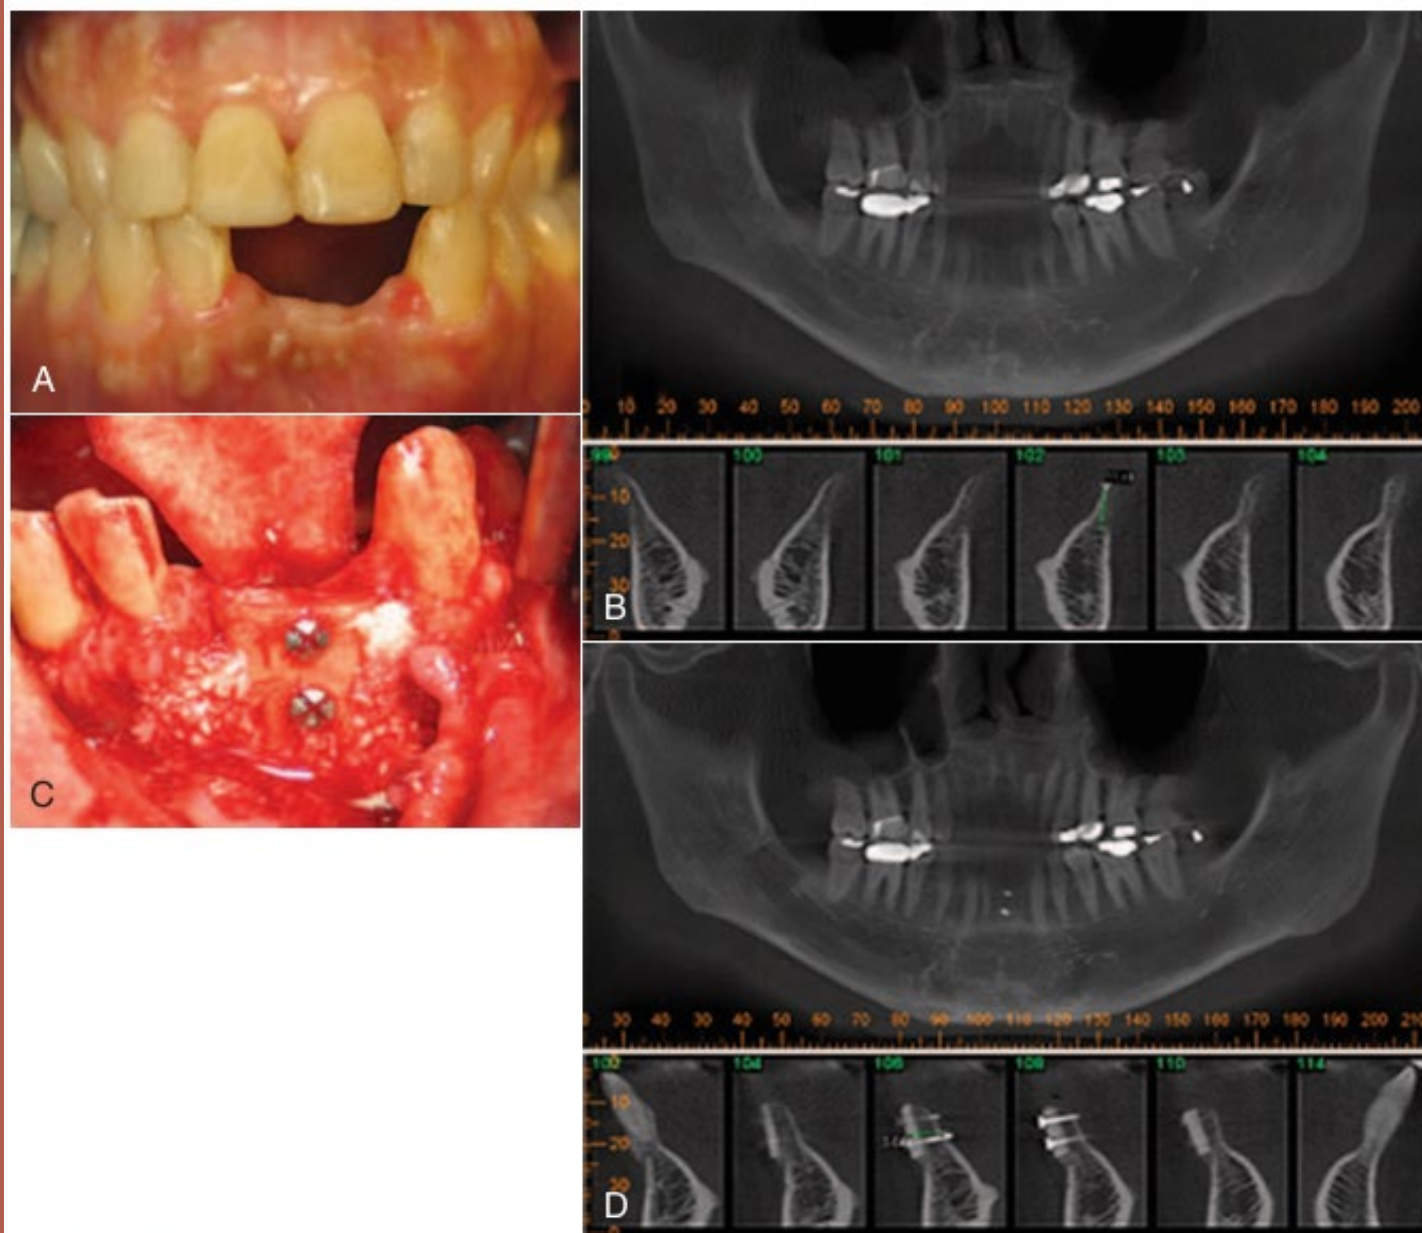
(A) Clinical image of edentulous ridge defect. (B) Pretreatment CT image of defect. (C) Reconstructed ridge using ramus block graft. (D) CT scan of grafted site.
